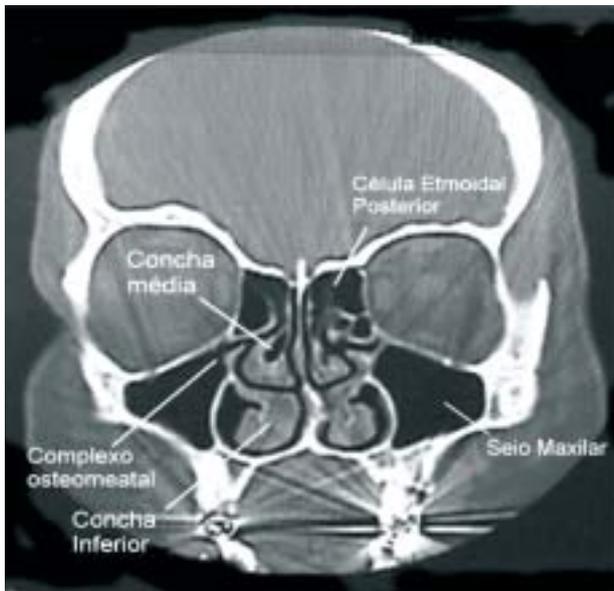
Tomografia computadorizada de seios da face, corte coronal (esquerda) e corte axial transverso (direita).
